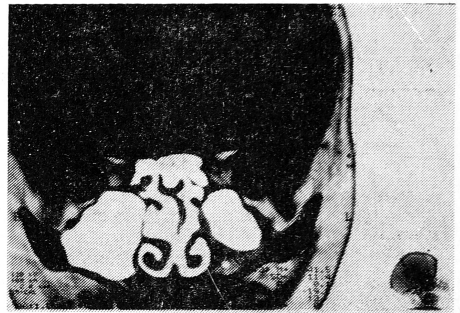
Компьютерная томограмма головы больной Т. от 28.08.1994.
